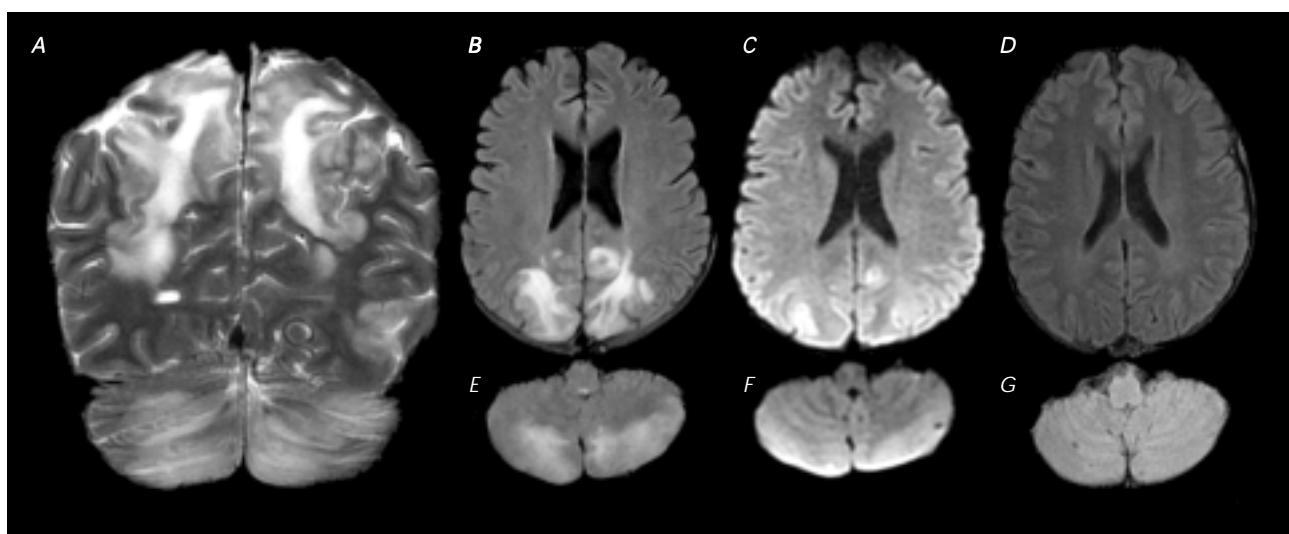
Paciente de 19 años con nefritis lúpica y emergencia hipertensiva. A. Localización típica (temporoparietal) del edema vasogénico en un corte coronal en T2. B y C. Hiperintensidad en secuencia FLAIR (B) que no se observa en la secuencia de difusión (C) indicando presencia de edema vasogénico en regiones posteriores visto en cortes axiales. E y F. Edema vasogénico en un corte axial en FLAIR y difusión a nivel del cerebelo. D y G. Mismos cortes en FLAIR tres meses después, en los que se observa resolución del edema.
